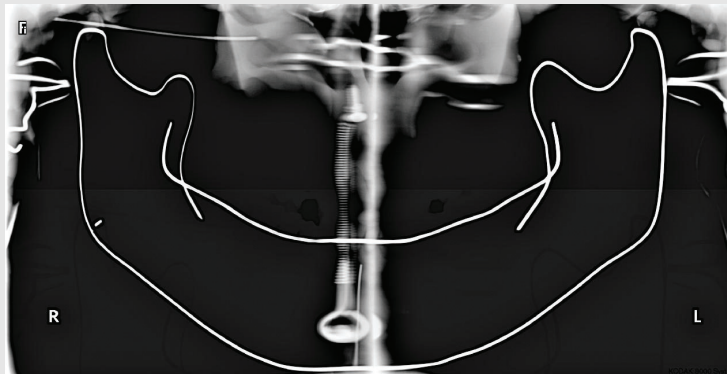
Panoramic radiograph taken an angle of 10° between the FH plane and floor.
